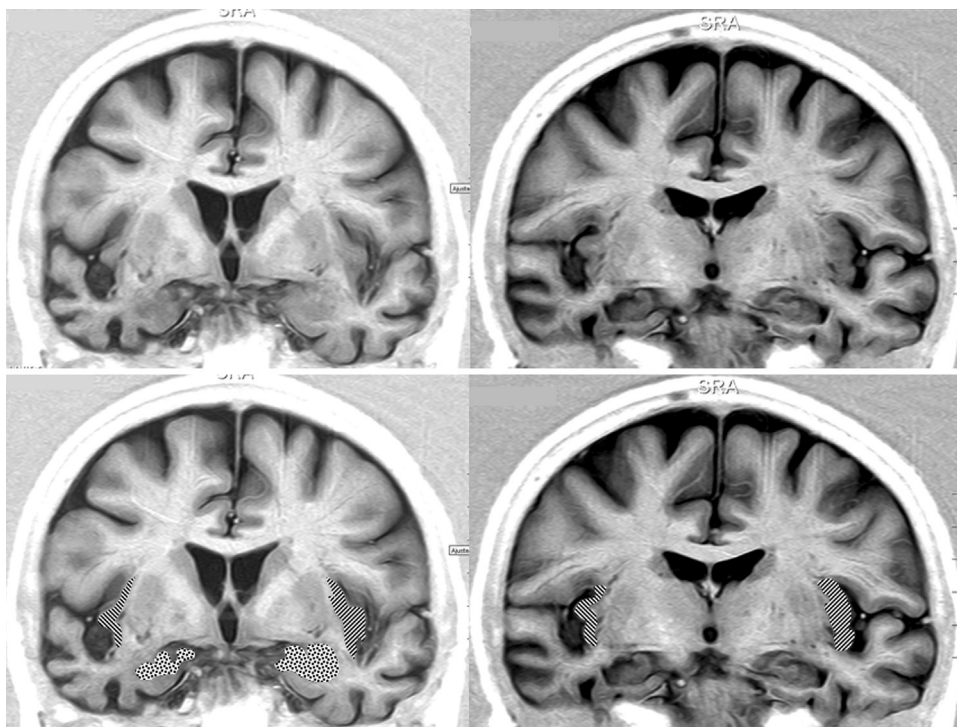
Resonancia magnética cerebral de una paciente con DFT y bradicardia. Mujer de 65 años con DFT—variante conductual de 3 años de evolución. En 2 consultas sucesivas, 39 y 51 ppm. Secciones coronales en *inversion recovery*. Se observa atrofia notable del lóbulo temporal derecho. En la parte inferior aparece la amígdala punteada y la corteza insular rayada.
